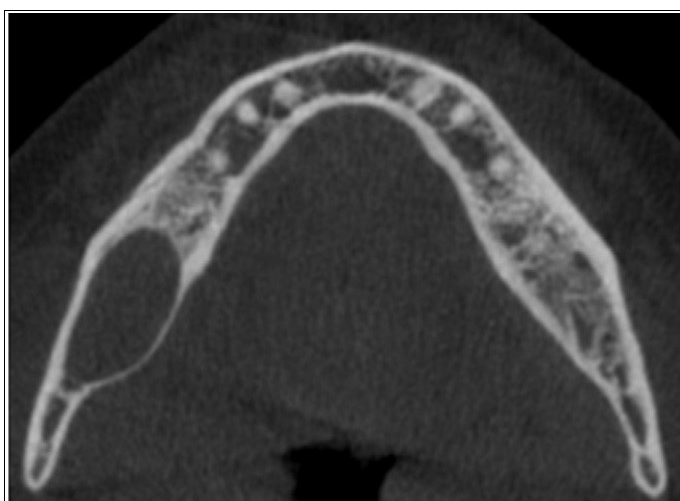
coupe axiale (à gauche) et coupe coronale (à droite) d'un kyste radiculaire issu d'une molaire mandibulaire gauche. Ce CBCT montre une paroi corticale linguale amincie avec une fistule qui le fait communiquer avec la cavité buccale. (21)
